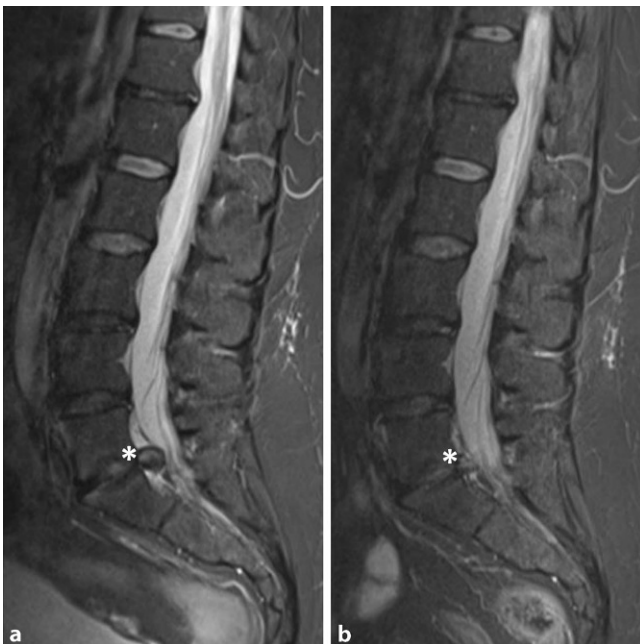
◀ Magnetresonanztomographie (MRT) der Lendenwirbelsäule (LWS) in STIR-Sequenz (Short-Tau Inversion Recovery), sagittale Darstellung der LWS. a Stenosierender Bandscheibenvorfall L5/S1 (Sternchen). b Nach erfolgreicher intradiskaler Ozontherapie. Signifikante Volumenreduktion der Diskhernie (Sternchen)
